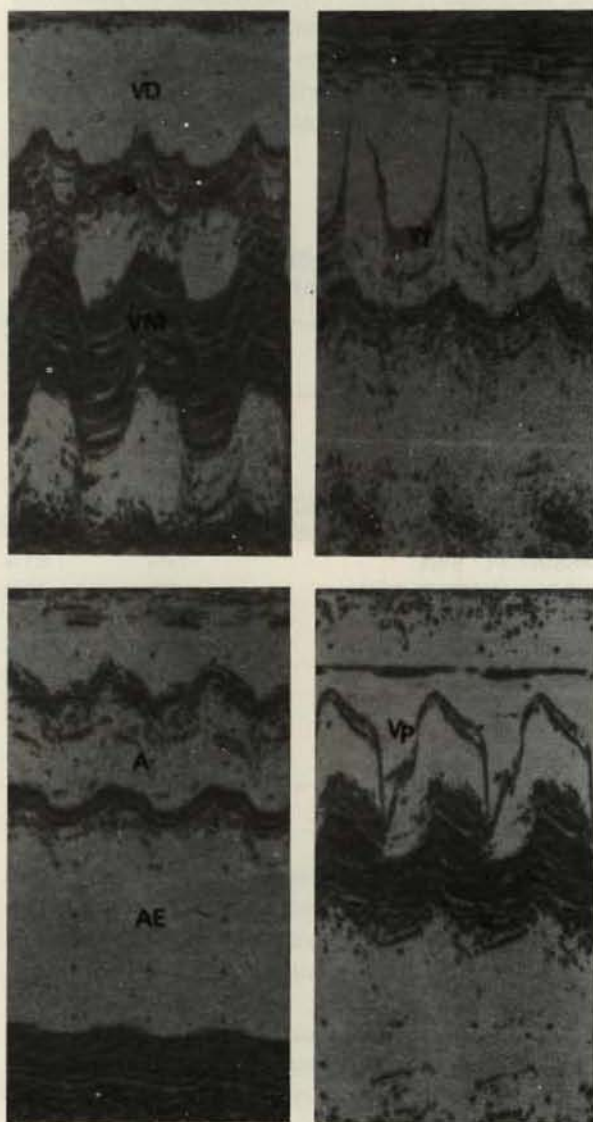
Ecocardiograma de paciente com intensa calcificação de prótese mitral de dura-máter, aumento do átrio esquerdo e visualização da valva pulmonar com sinais de hipertensão pulmonar importante, ausência da onda A e fechamento mesossistólico.
